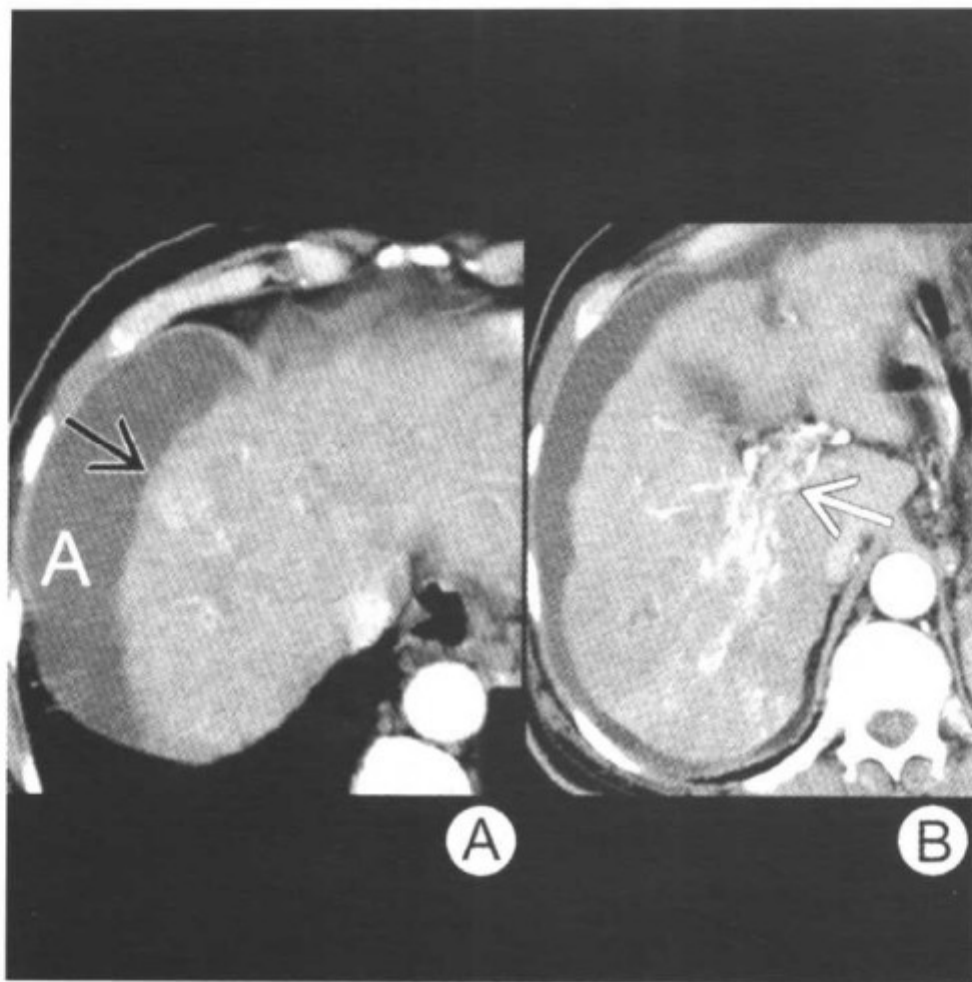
图 A 动脉期 CT 显示局灶性富血管的肿物 (箭头)、肝硬化以及腹水 (A)。肿物在非增强 CT 及门静脉期 CT 上均未见显示。图 B 动脉期 CT 显示门静脉内强化的瘤栓 (箭头)
